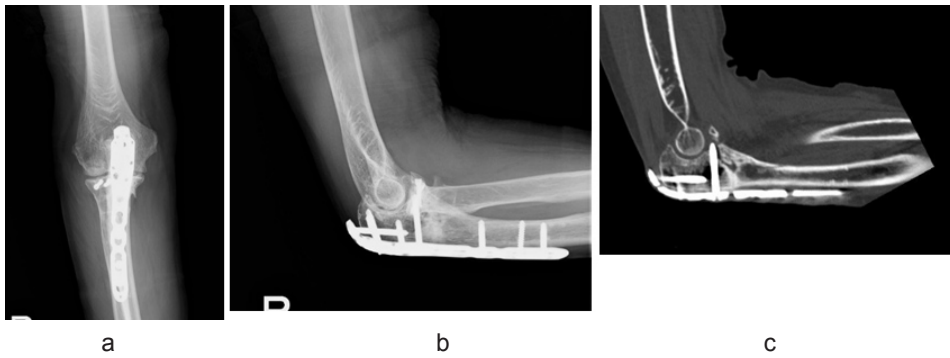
症例1 a,b. 最終調査時単純X線像 c. 最終調査時CT像
